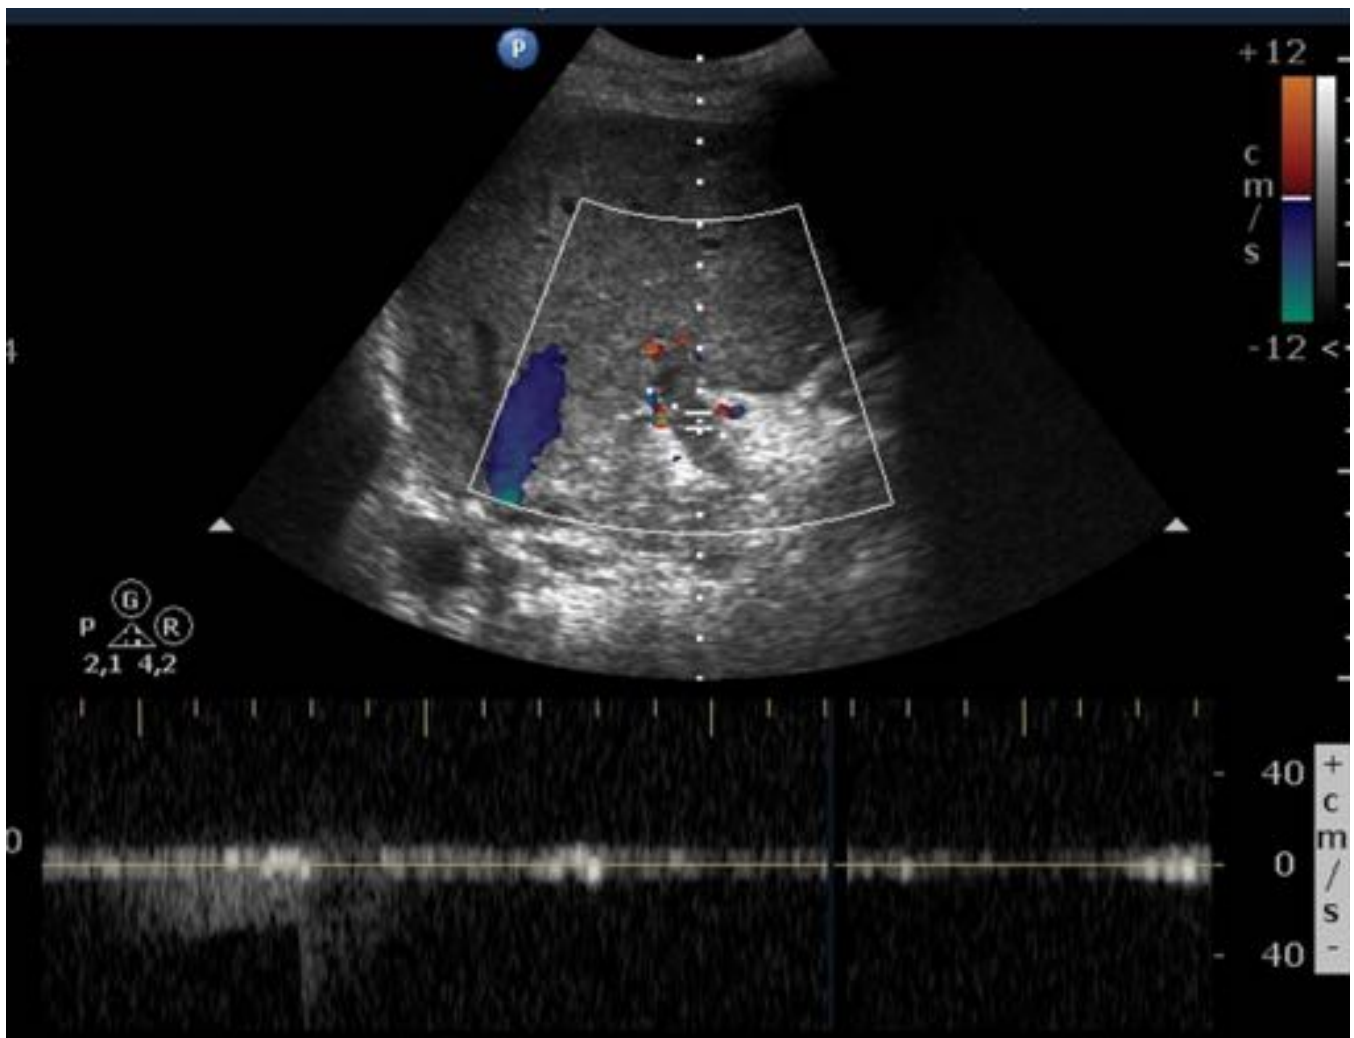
Fig.15. Trombosis de la vena porta. No se detecta flujo en el examen Doppler de la vena porta.
